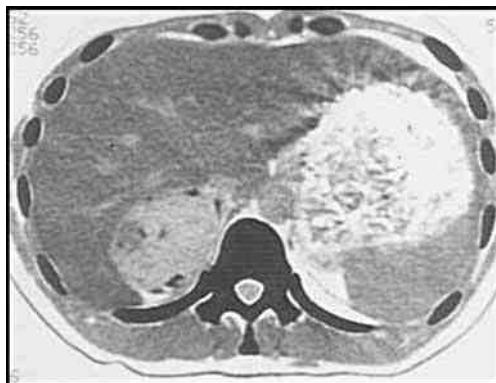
КТ. Феохромоцитома правого надпочечника
